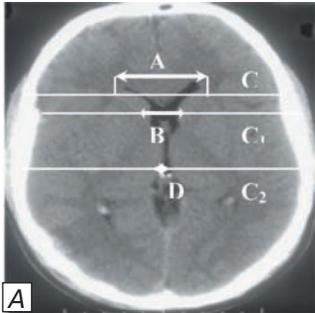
Расчет ВКК по данным КТ головного мозга.
